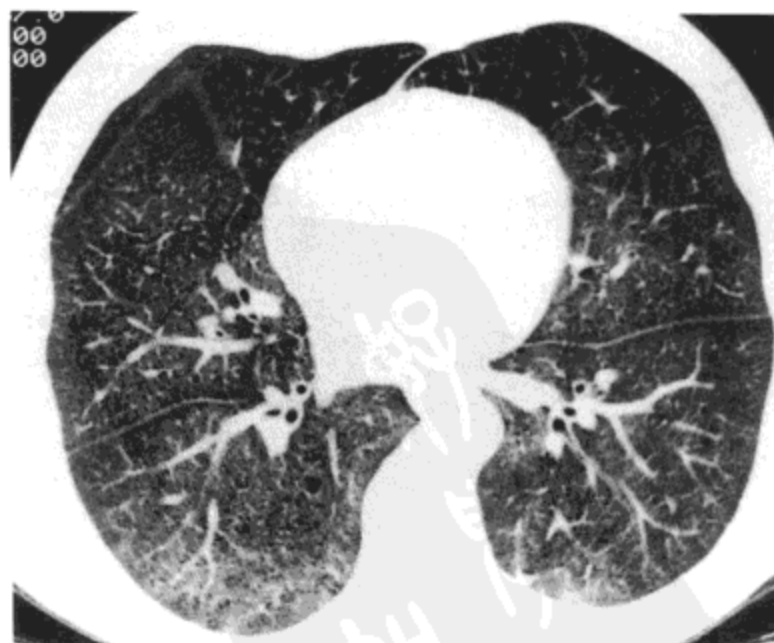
滑石肺。高分辨率CT影像示双侧广泛磨砂玻璃影伴轻度结节样表现。病人为一49岁的静脉吸毒者。
